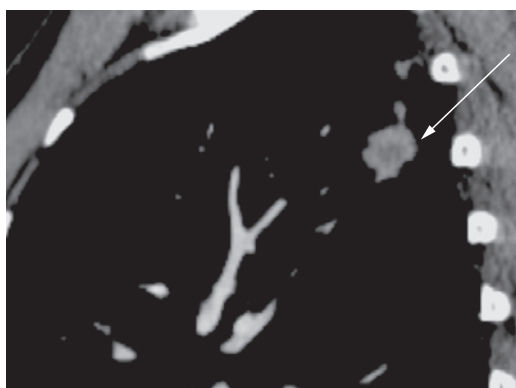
Компьютерная томограмма в средостенном режиме с внутривенным контрастированием (сагиттальная реконструкция). Гиподенсный участок в центре образования (возможно, формирующаяся полость)
